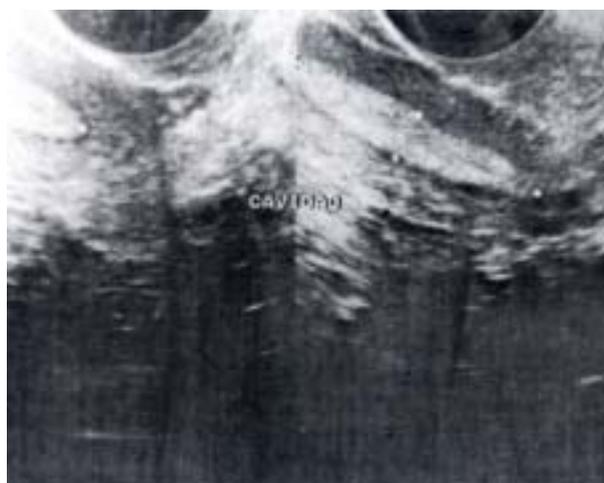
Ecografías con doble útero. En el tres puede verse una de las mitades de la cavidad prolongándose hacia abajo.
